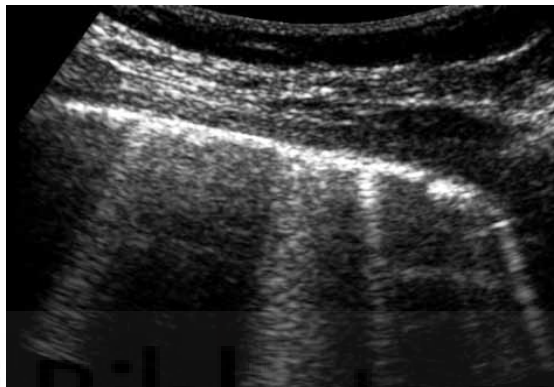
Ecografía pulmonar en modo B en el que se aprecia un patrón alveolointersticial: abundantes líneas B (B) que se originan de la línea pleural (LP).
